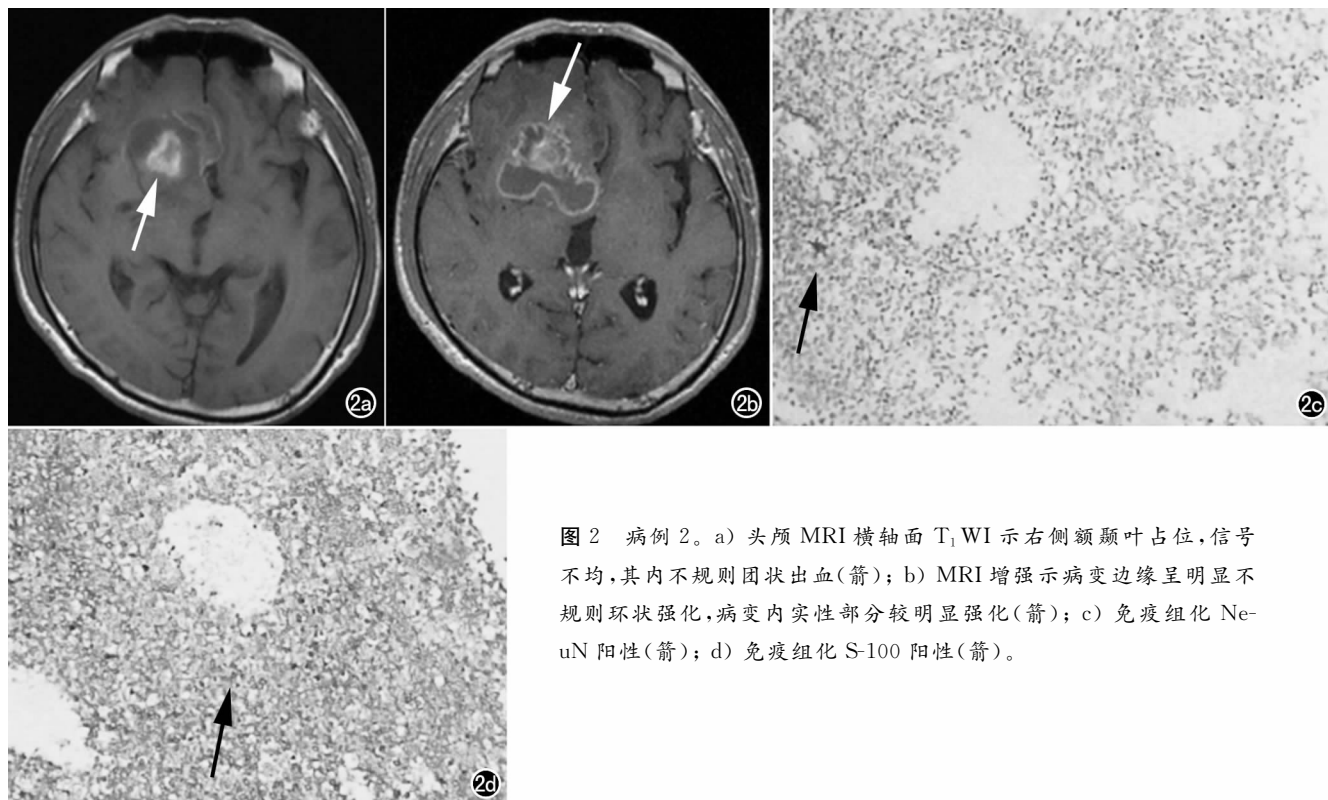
病例 2。a) 头颅 MRI 横轴面 T₁WI 示右侧额颞叶占位,信号不均,其内不规则团状出血(箭); b) MRI 增强示病变边缘呈明显不规则环状强化,病变内实性部分较明显强化(箭); c) 免疫组化 NeuN 阳性(箭); d) 免疫组化 S-100 阳性(箭)。
